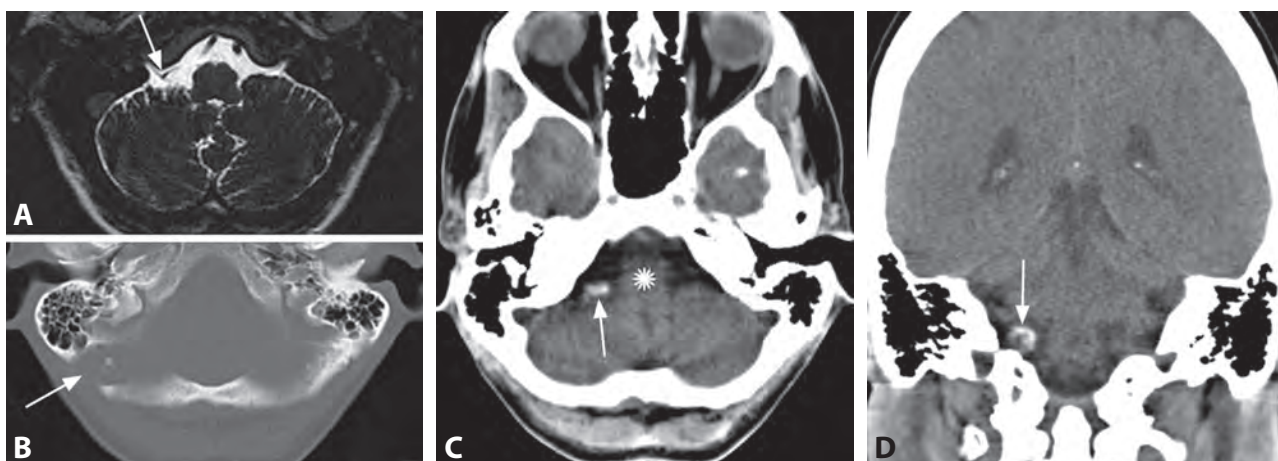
Аксиальное 3D-T2в-изображение с высоким разрешением (А) показывает возможный нейроваскулярный конфликт между правой задней нижней мозжечковой артерией и комплексом IX–X ЧН на выходе (стрелка). При последующей КТ (В) выявляется ретрососцевидный послеоперационный дефект (стрелка). Обызвествленное образование (стрелка) в продолговатом мозге (звездочка) справа в местоположении предоперационного конфликта выявляется в другом аксиальном (С) и во фронтальном (D) КТ-изображениях.
